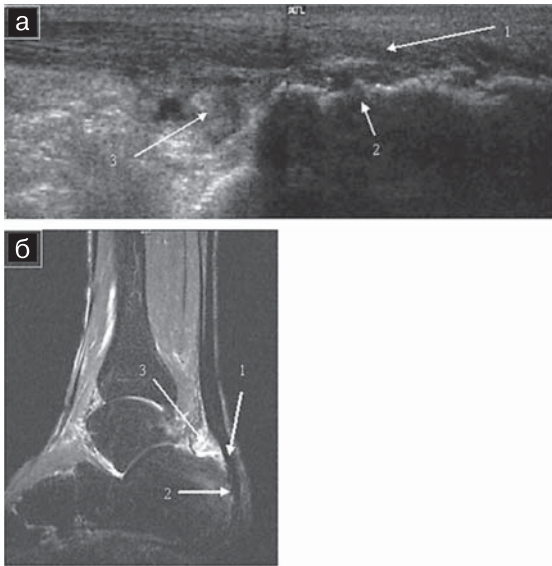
Неполный разрыв ахиллова сухожилия 2 тип, ахиллобурсит: а — УЗИ, панорамное сканирование: визуализируется неполный разрыв ахиллова сухожилия (1) с авульсивным оскольчатым переломом бугра пяточной кости (2), ахиллобурсит (3); б — сагиттальная МРТ в режиме STIR: признаки разрыва сухожилия (1) менее убедительны, чем при УЗИ. Дополнительно определяется отек костного мозга пяточной кости (2) вследствие авульсивного перелома и ахиллобурсит (3).
